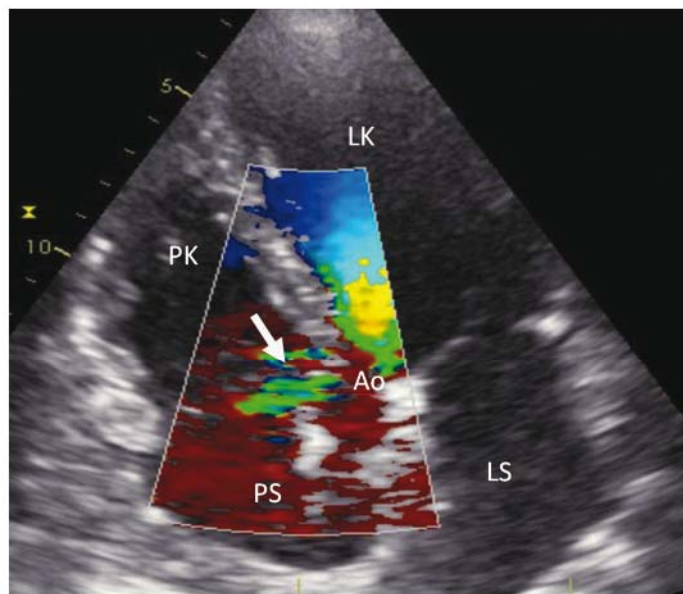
Transthorakální echokardiografie (SAX – modifikovaná projekce, parasternální krátká osa). Šipka zobrazuje kanálek velikosti 6 mm mezi aortou a pravou síní.
